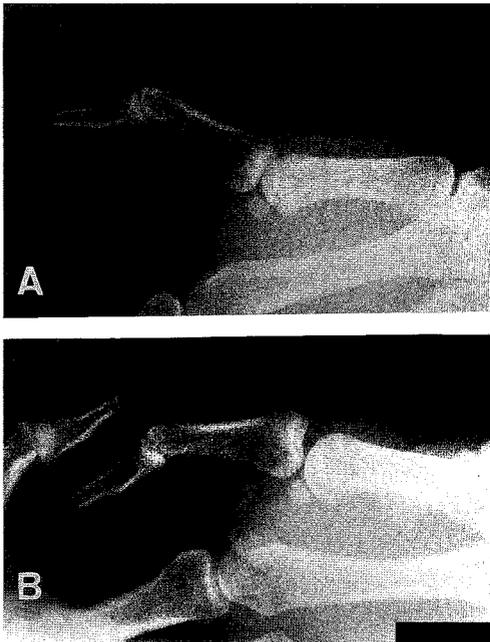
Lateral radiographs of the locked MP joint of the thumb.
